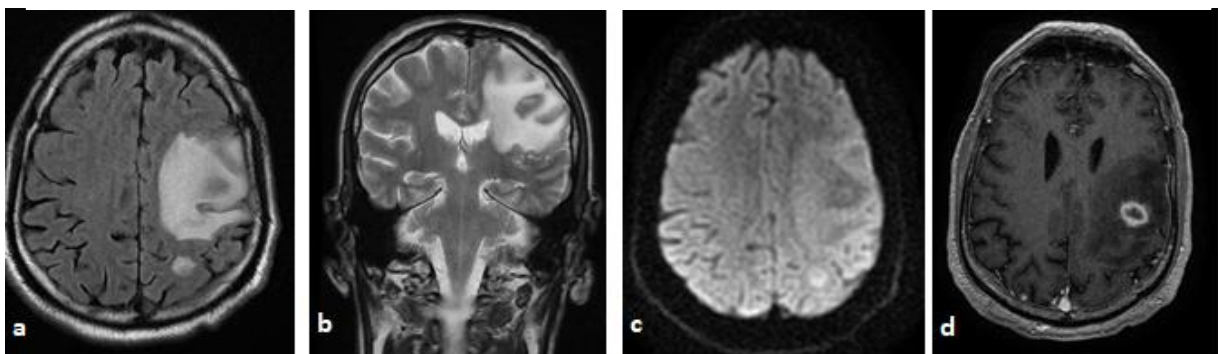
IRM Cérébrale d'une toxoplasmose cérébrale en coupes axiale en séquence pondérée FLAIR (a), coupe coronale en séquence pondéré T2 (b) , en séquence T1 avec injection du gadolinium (d) et diffusion b1000 (c) deux lésions nodulaire pariétales gauches en iso signal FLAIR , T2 entourées d'un œdème péri-lésionnel, avec restriction périphérique sur la diffusion rehaussées de façon annulaire après injection du gadolinium
